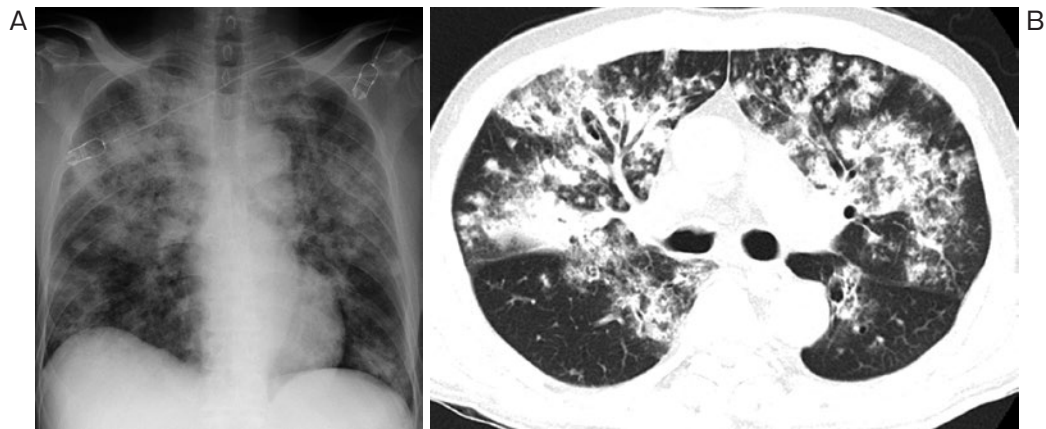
画像所見. (A) 胸部X線写真. 境界不鮮明な結節影や斑状の浸潤影の多発を認める. (B) 胸部単純CT. 気管支血管束周囲に分布する, 結節性の浸潤影の多発を認める.
